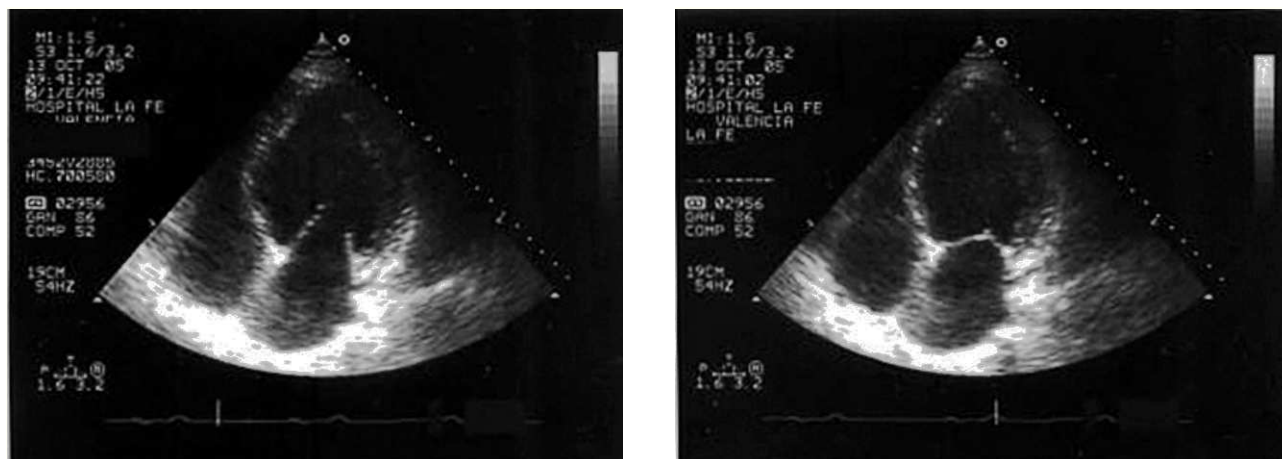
Ecocardiografía bidimensional en paciente con miocardiopatía dilatada. Plano apical de 4 cavidades en telediástole (izquierda) y telesístole (derecha), en el que se aprecia un ventrículo izquierdo dilatado, con hipocinesia severa generalizada.
